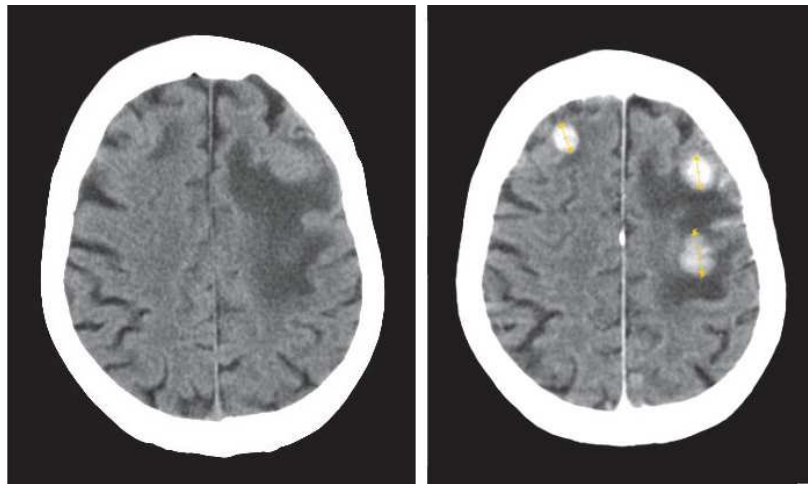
Comparaison d'une image CT sans (à gauche) et avec (à droite) agent de contraste tirée de Réf. [11].
